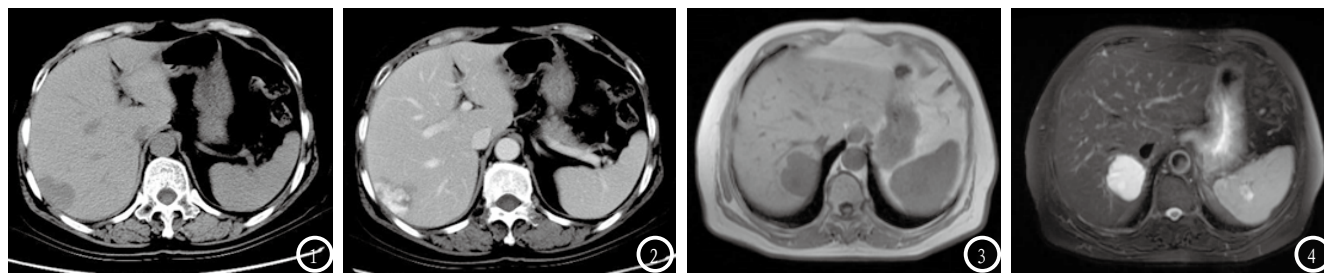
CT平扫横断位可见肝S6类圆形低密度肿块影,平扫46HU,边界较清晰。图2 CT增强扫描可见静脉期病灶不均强化,边缘强化为主。图3 MRI平扫, T1WI呈低信号。图4 T2WI呈高信号,信号均匀,呈现“灯泡征”。
